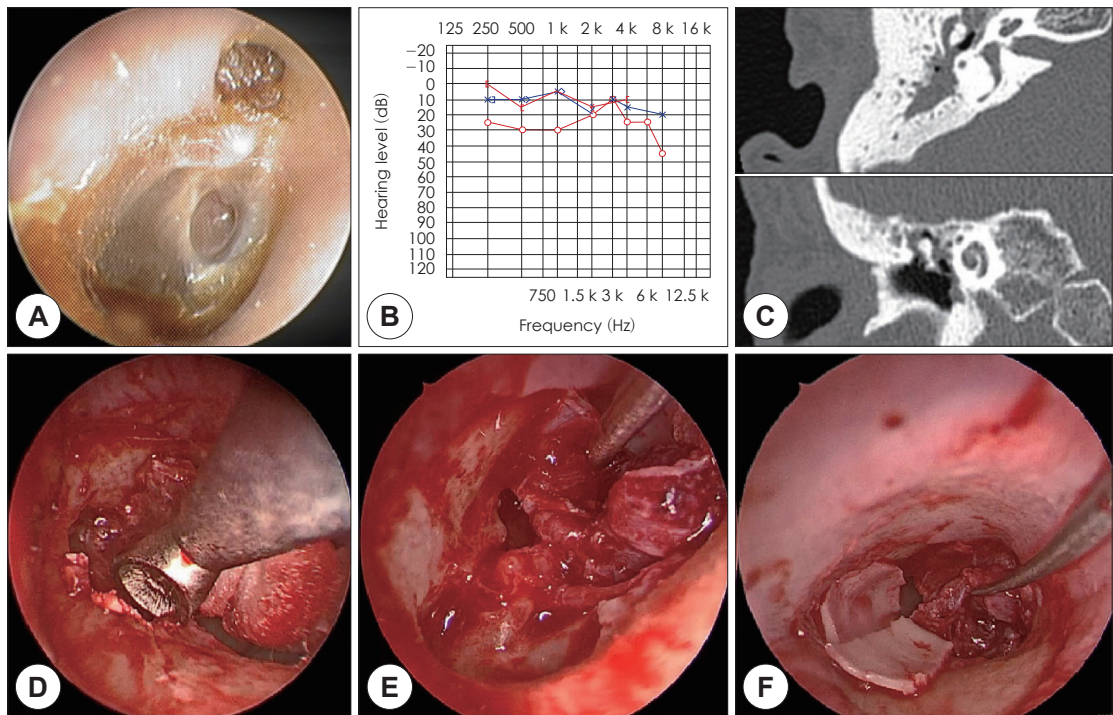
Attic cholesteatoma destroyed attic region (A). Preoperative audiometry shows conductive hearing loss with air-bone gap of 15 dB (B). Coronal and axial CT scan of right temporal bone shows soft tissue mass in epitympanum (C). Scutum was resected by curette (D). Attic cholesteatoma was removed, and epitympanum could be carefully examined by endoscope (E). Attic reconstruction with tragal cartilage (F).
